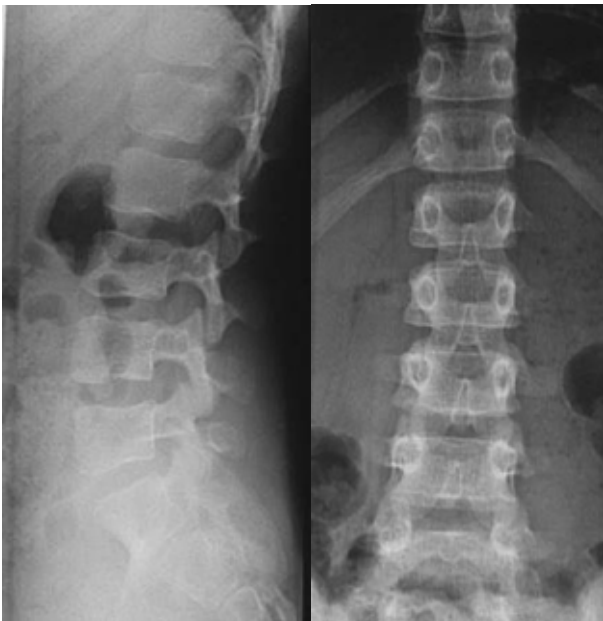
Pas d'anomalie sur l'incidence face et profil de la radiographie du rachis lombaire.
